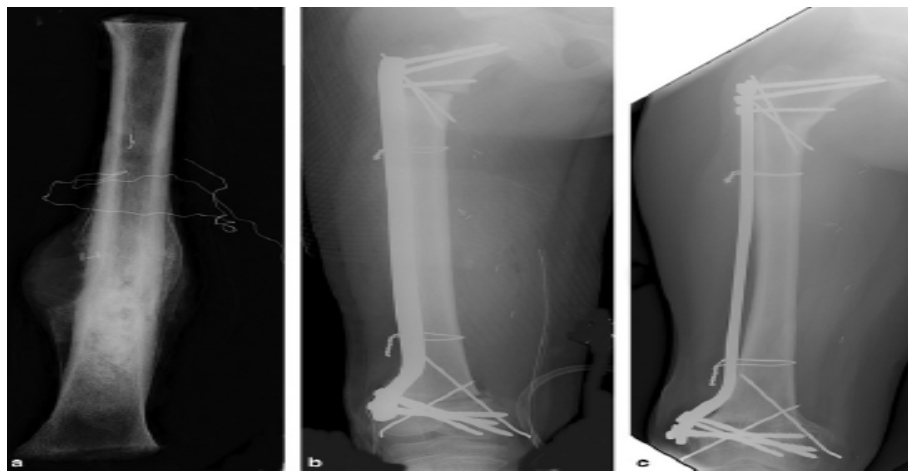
Ostéosarcome du fémur, reconstruction par allogreffe. (93). a. Pièce de résection. b. radiographie post opératoire. c. radiographie à 4 ans de recul.
